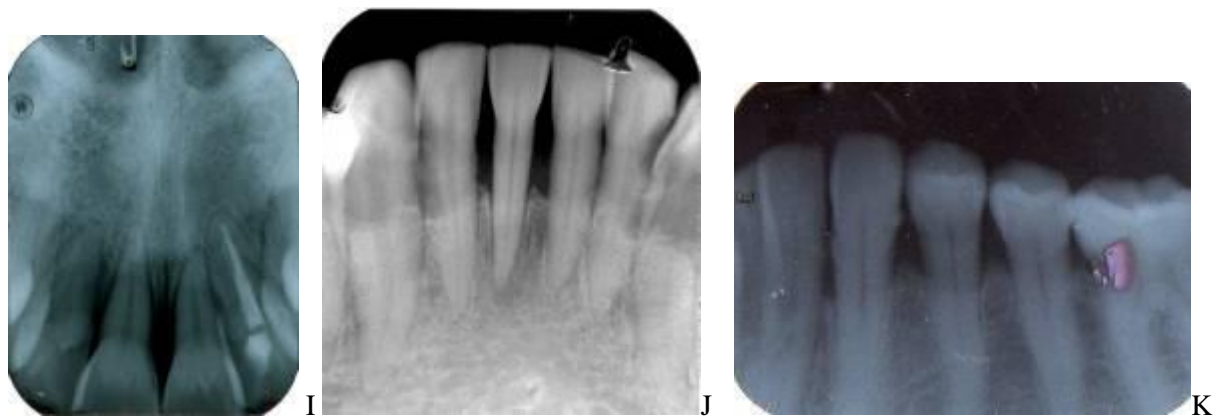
Las imágenes fotográficas se corresponden con: clínica compatible a: A= grupo sanos. B= PAG. C= PAL. D- E- y F= examen periodontal. G- y H= Rx Bite Wing en grupo sanos. I- J- y K= Rx periapical en grupo problema.
